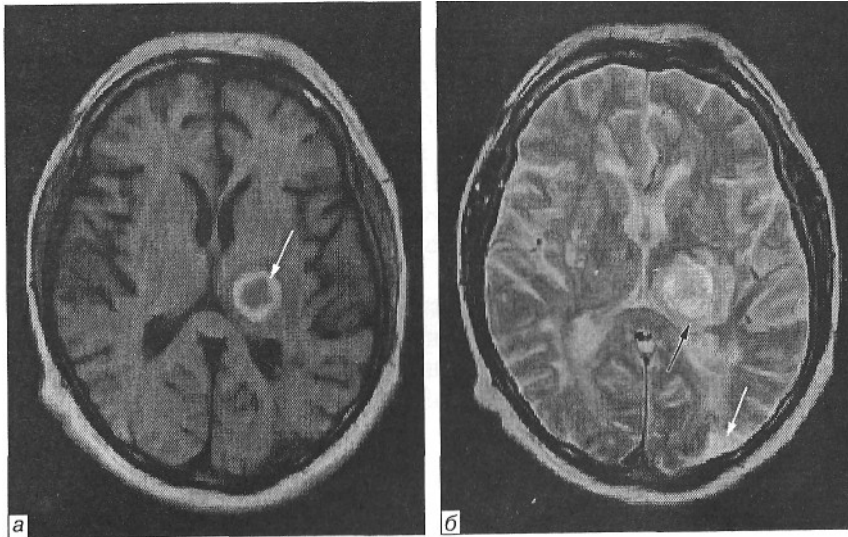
МРТ головного мозку хворого С, 52 років, на 7-му добу після розвитку інсульту:
